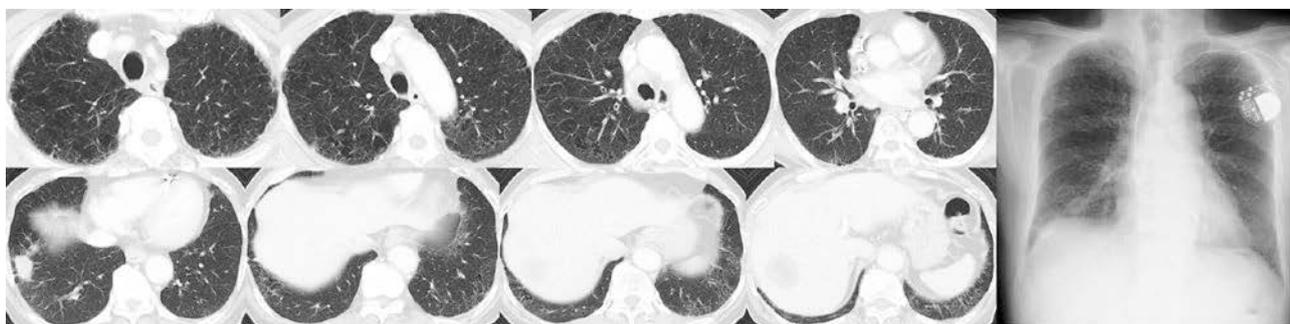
Chest computed tomography (CT) and X-ray findings before chemotherapy.
